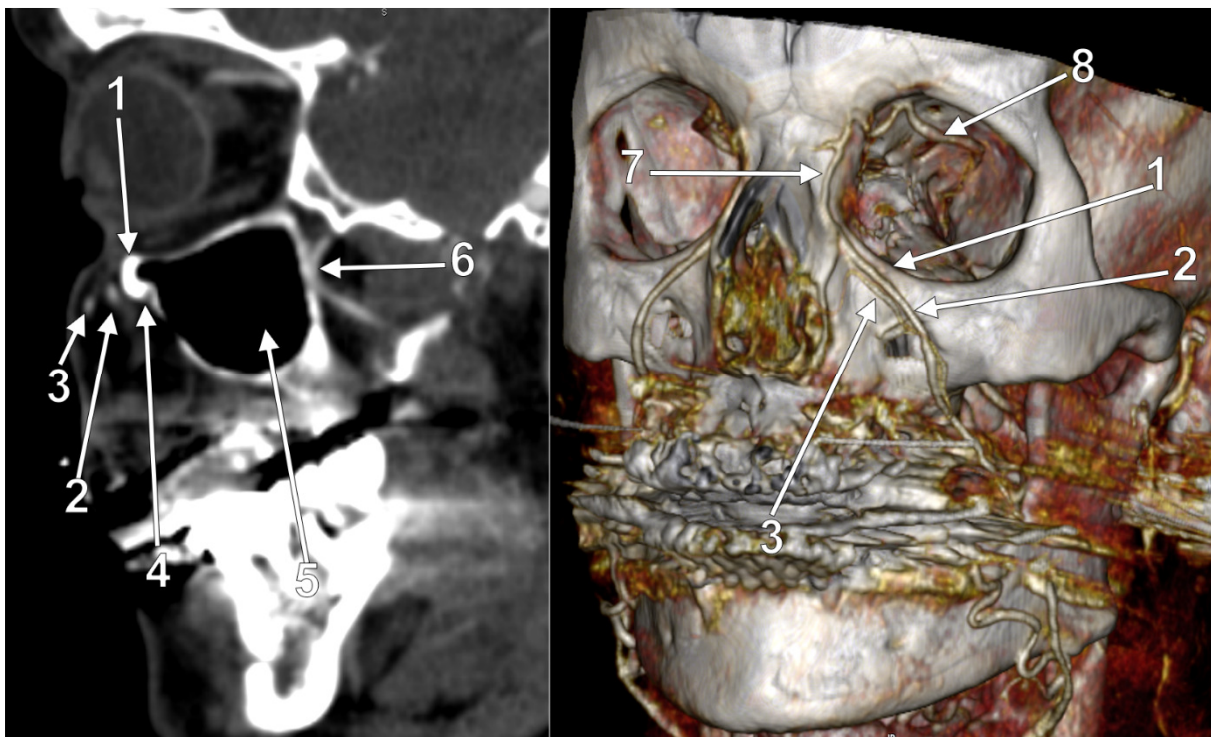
Traiectul vaselor faciale aplicate pe marginea infraorbitală, secțiune CT sagitală și randare 3D CT. 1.marginea infraorbitală a maxilarului; 2.vena facială; 3.artera facială; 4.gaura infraorbitală; 5.sinusul maxilar; 6.crosa retromaxilară a arterei maxilare (crosa lui Cruveilhier); 7.vena angulară; 8.vena oftalmică superioară.
